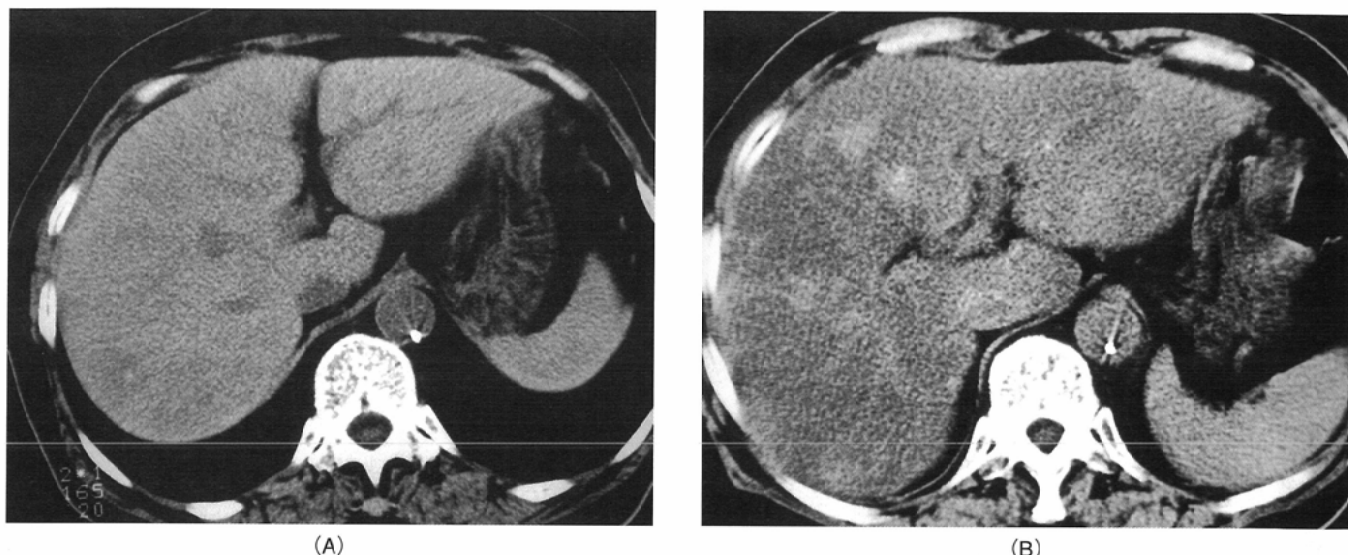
Patient 4, a 70-year-old woman with severe fatty infiltration. No fatty change was recognized on the CT image before WHF (A). After infusion of 30g 5-FU, mean CT attenuation changed from 63HU to 27 HU.
